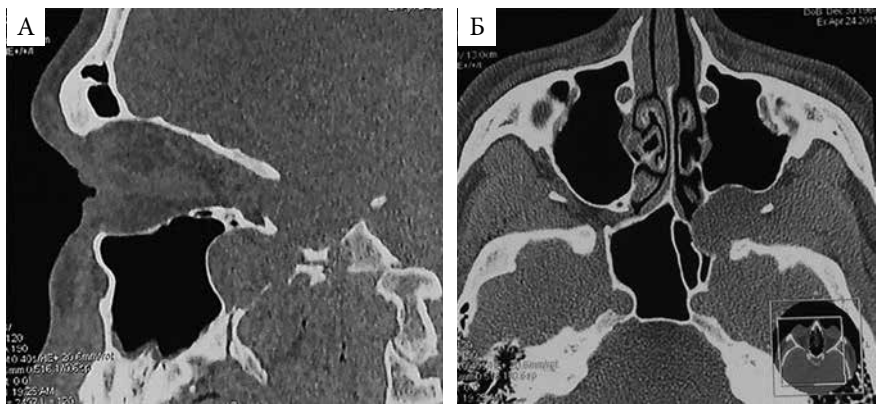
МСКТ пациента Г., 18 лет, сагиттальная (А) и аксиальная (Б) проекции. Признак Холмана–Миллера: опухоль смещает заднюю костную стенку ВЧП кпереди, костная деструкция отсутствует
